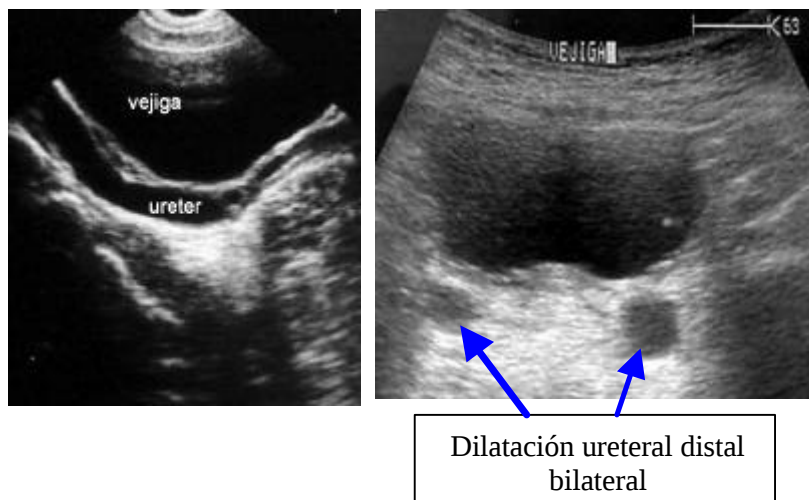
Ecografía de vías urinarias en la que se aprecia dilatación ureteral distal. Debe recordarse que los uréteres normales no son visibles en la ecografía.
